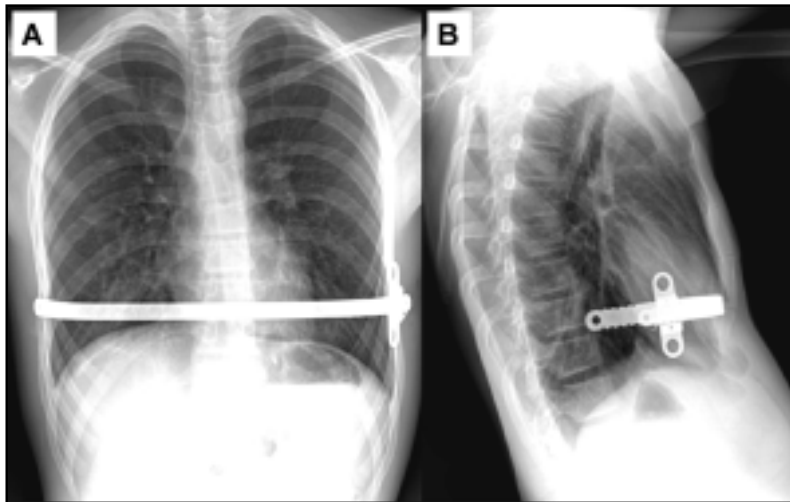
Radiografía de tórax póstero anterior (A) y lateral (B), se observa posición de la barra en el postoperatorio.
